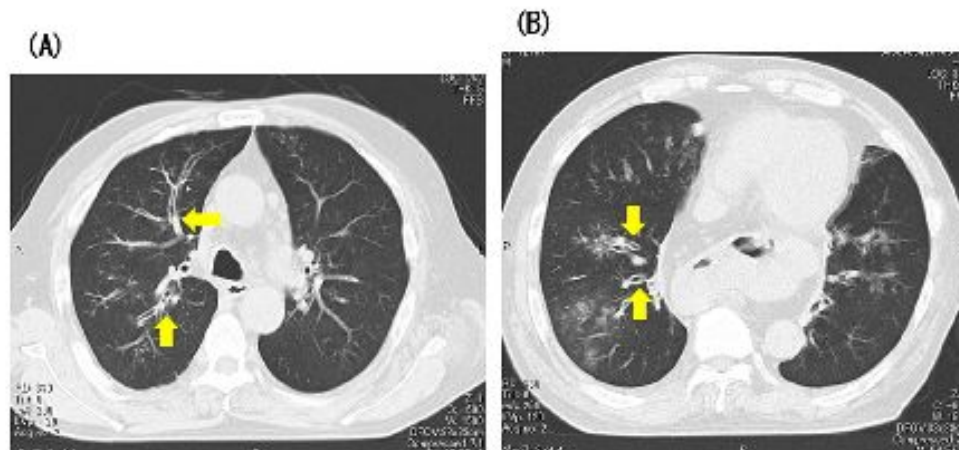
Computed tomography of the lung, performed at diagnosis. Computed tomography of the upper lung (A), and lower lung (B). Central bronchiectasis was present in right B3, B2 (A), and right B8, B9 (B) and B10 (arrows). Mucoid impaction was shown in right B3 (A) (arrows). Bronchial wall thickness was shown in right B8, B9 (B) and B10 (arrows).
